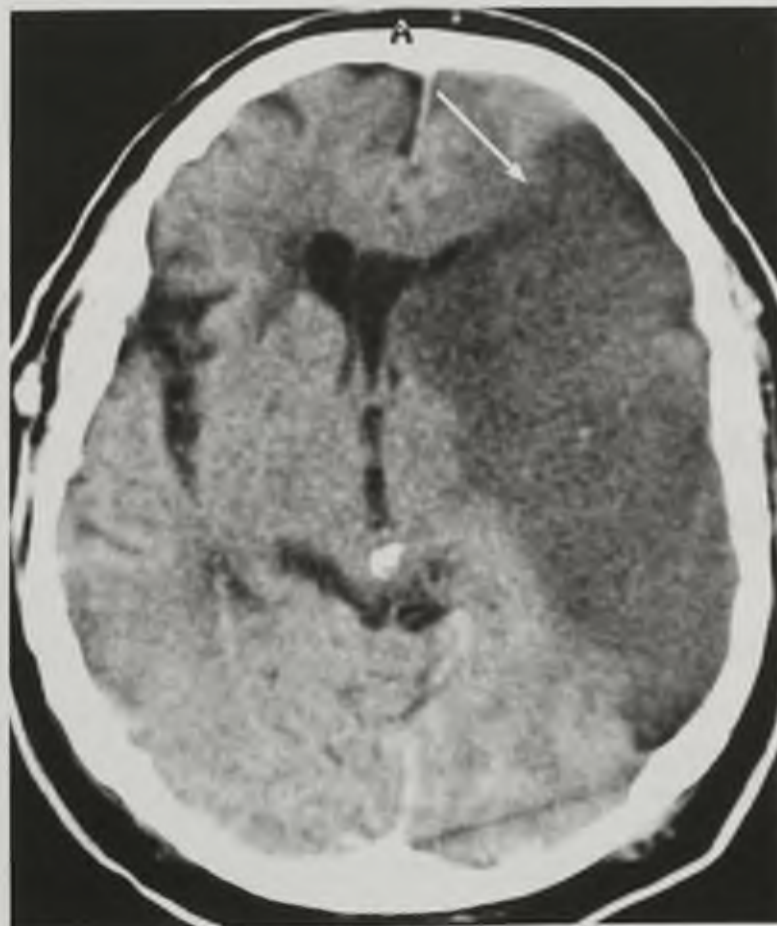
Компьютерная томограмма в аксиальной плоскости. Ишемический инсульт (стрелка)
